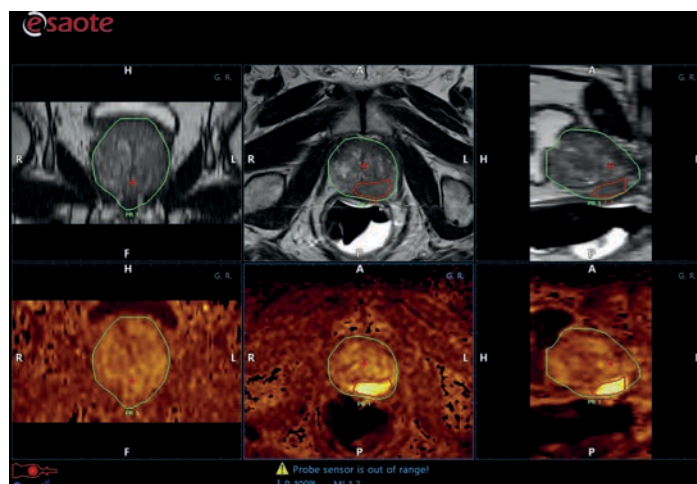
Пример обновления и наложения mpMRI изображений на экране программы UroFusion. Здесь показаны T2-взвешенные аксиальные изображения и соответствующие диффузионно-взвешенные изображения (DWI).
